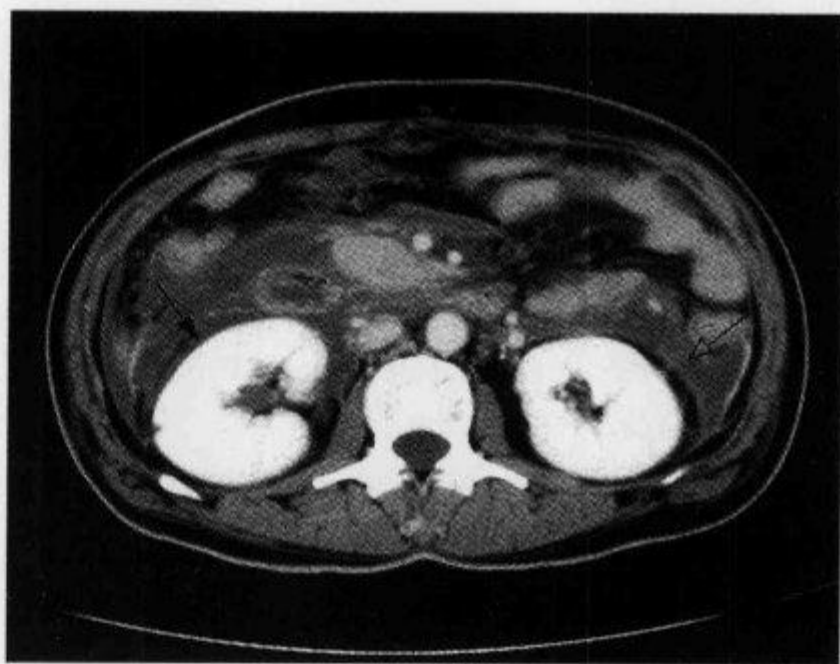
腹部 CT 示“肾周晕轮征”及“肾环晕征”
